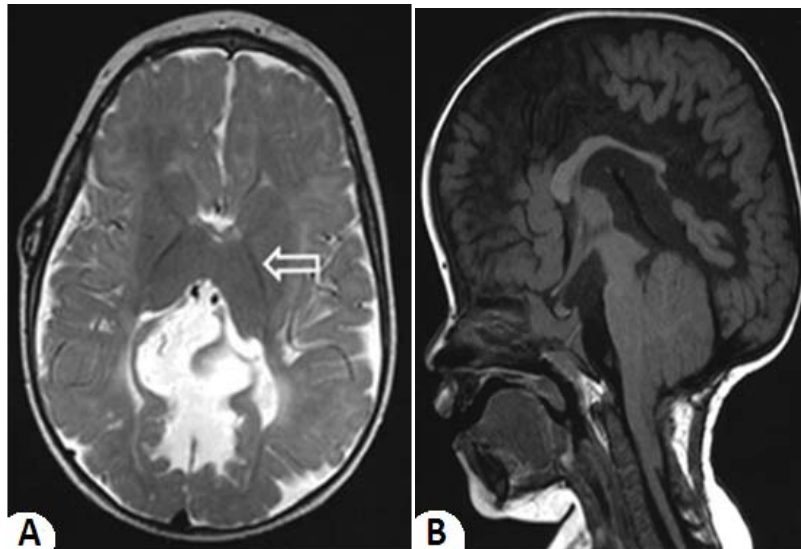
IRM en coupe axiale pondérée en T2 montrant une malformation de Chiari de type II chez un enfant (A). Coupe sagittale pondérée en T1 d'une IRM crânio-cervicale, révélant l'aspect en forme de pigeon du vermis s'étendant jusqu'à C4 chez un enfant atteint de Chiari II (B) [154].
